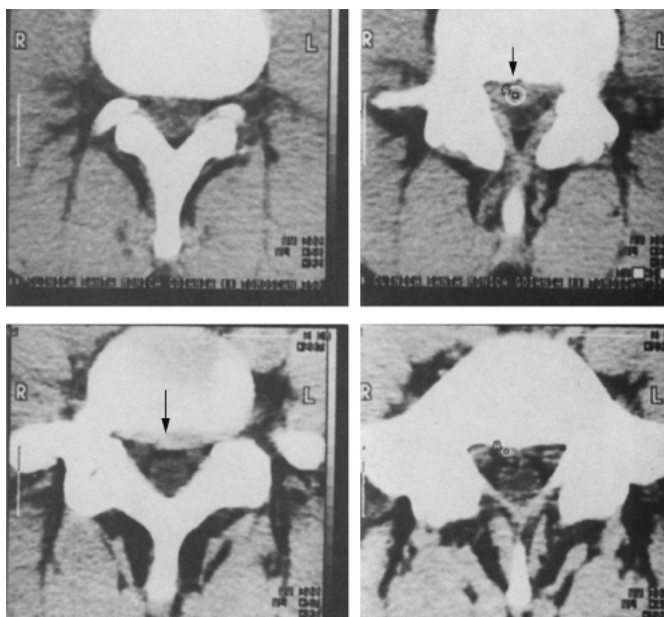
Hérnia discal. Tomografia computadorizada mostrando herniação do núcleo pulposo (setas).
